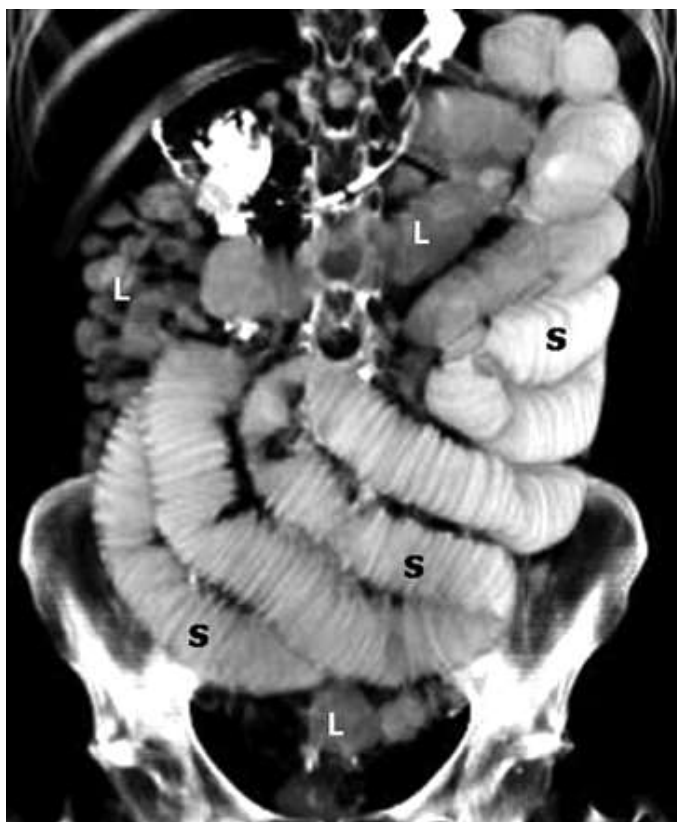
КТ при гострій кишковій непрохідності
